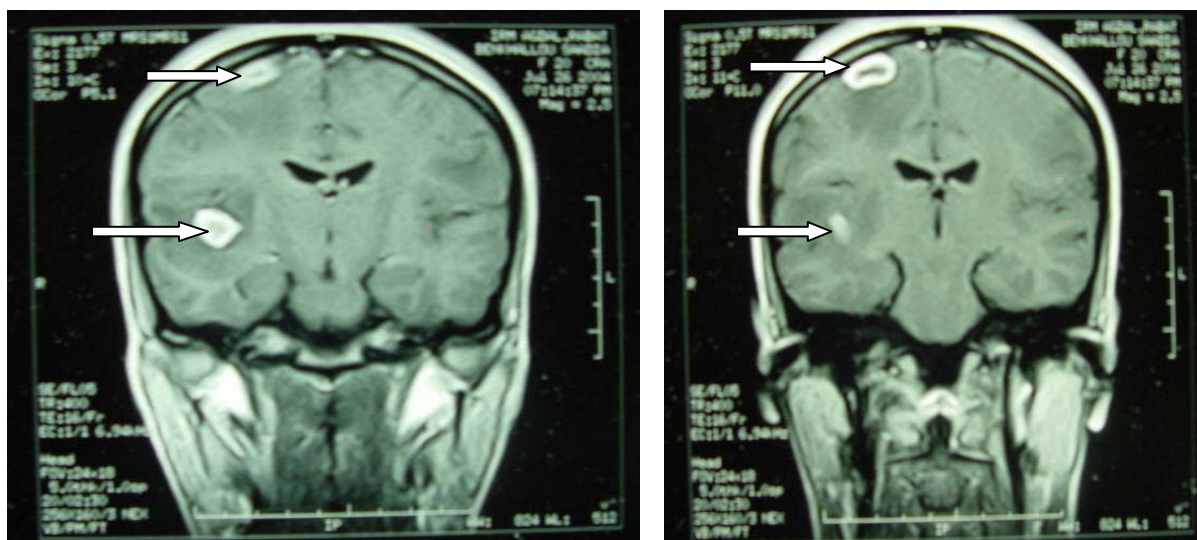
IRM encéphalique T1 montre des hypodensités multiples encéphaliques prenant le contraste en couronne
